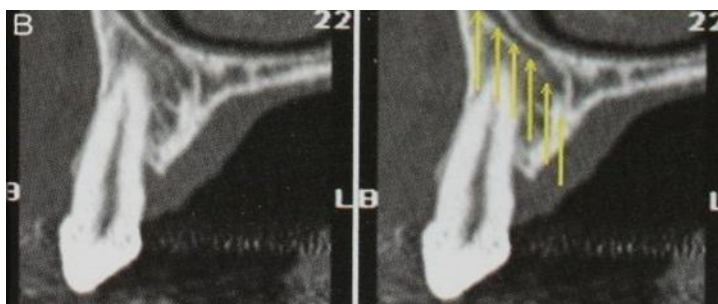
7. Computer tomografie pe care se atestă canal intraosos la nivelul palatinal al caninului.
